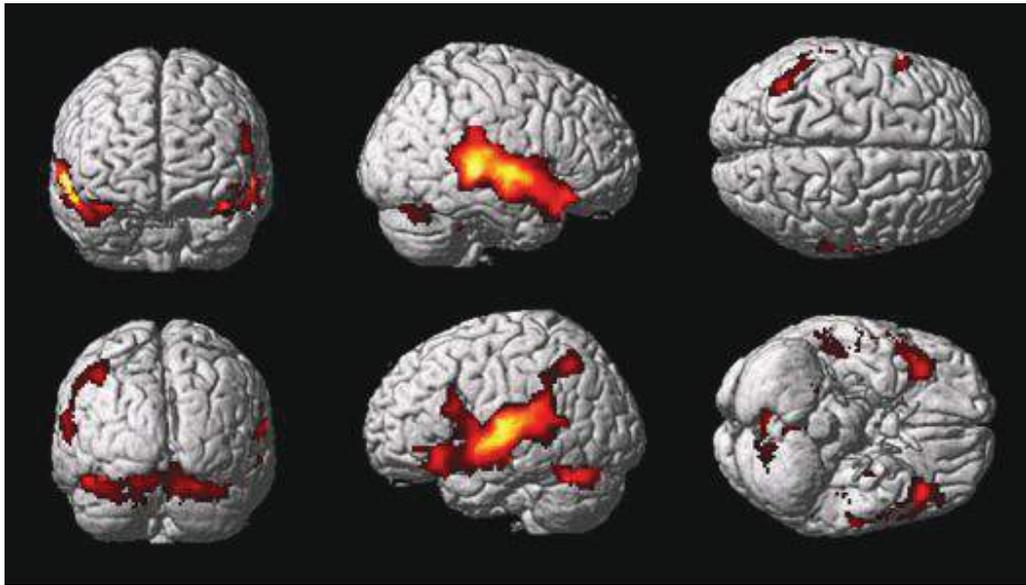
Reconstrucción volumétrica de un estudio de RM cerebral
